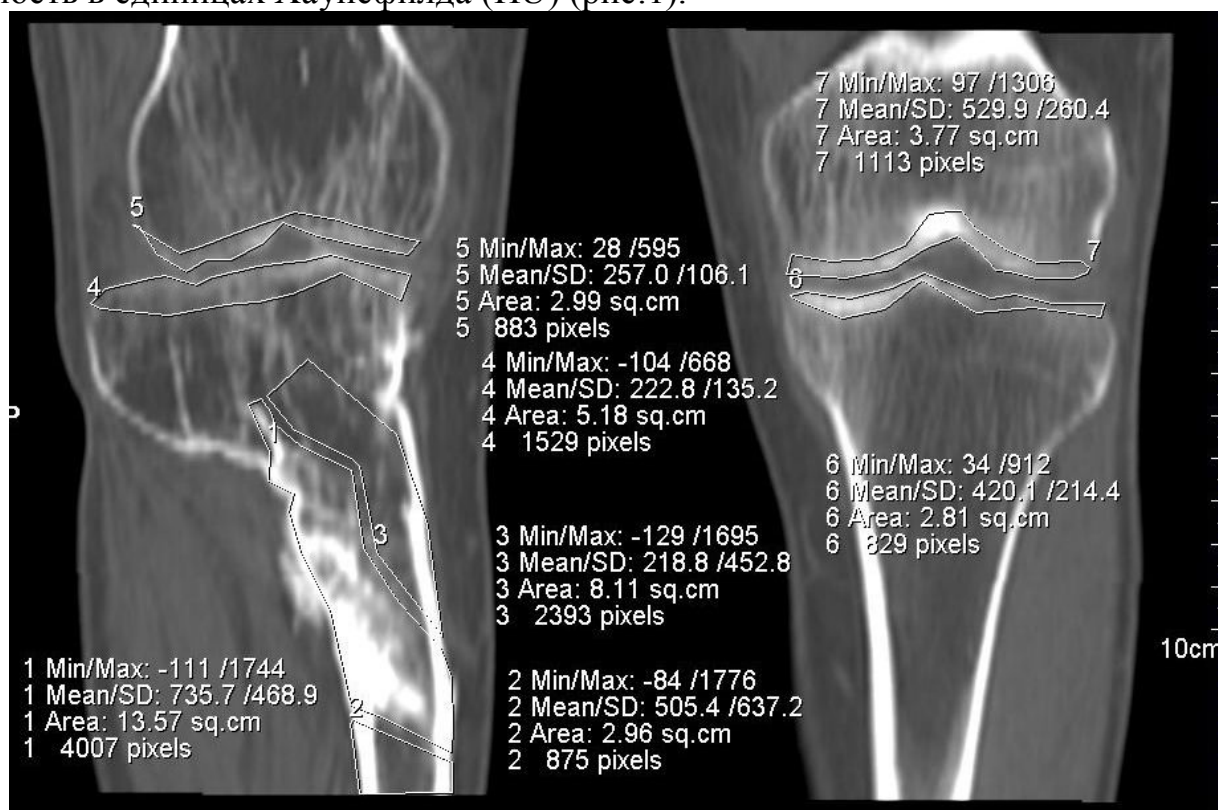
КТ исследование коленных суставов больного О., 57 лет. 25 лет после перелома правой большеберцовой кости. MPR, измерение плотности костной ткани
